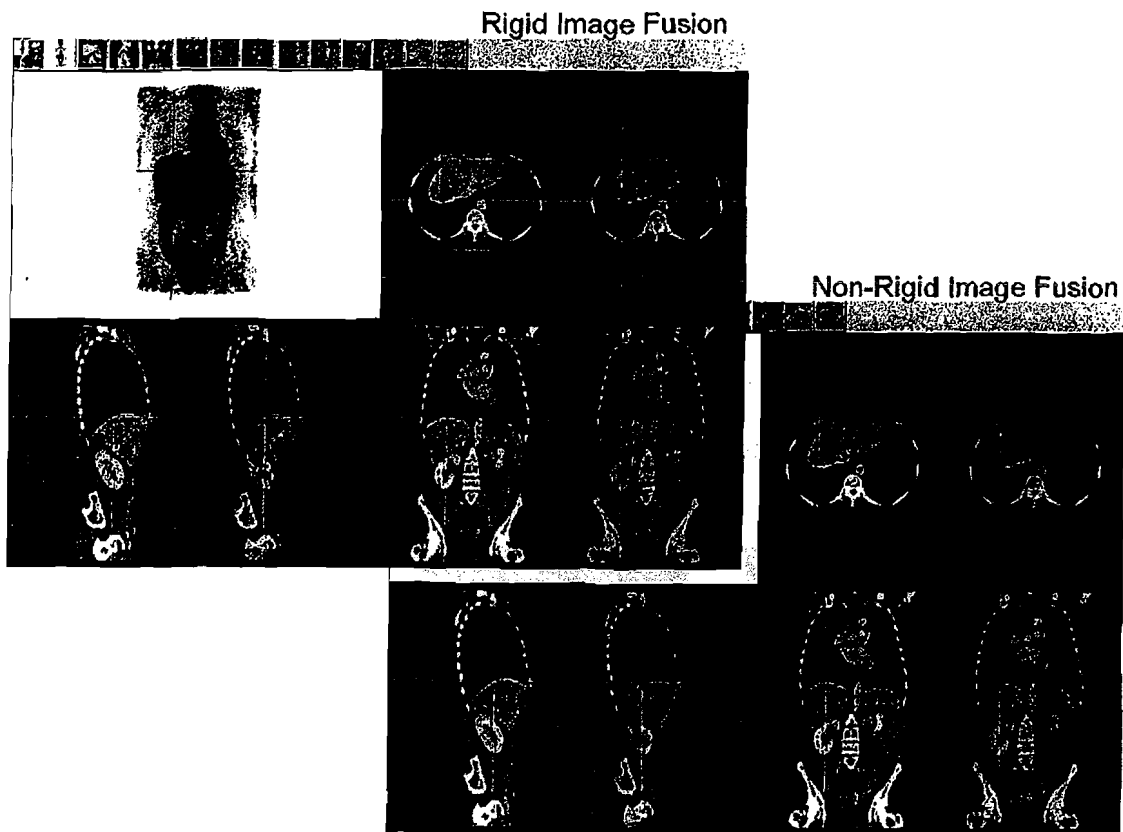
PET 専用機による全身 FDG-PET 画像と CT 像との BodyGuide を用いた画像重ね合わせ。剛体と非剛体での画像重ね合わせが全自動で行われる。撮像時の呼吸状態の違いによる横隔膜の大きなずれが、非剛体重ね合わせでは解消され、腎臓も良好な精度で重なっていることが判る。
